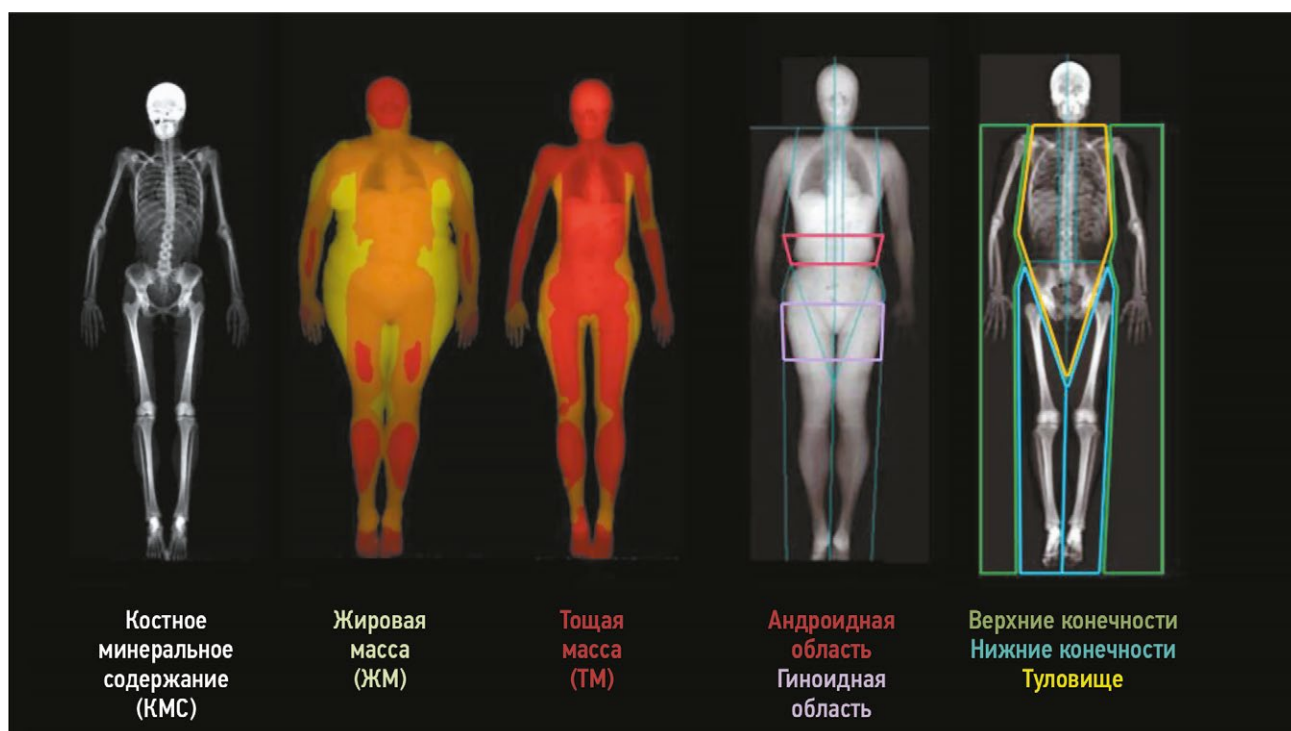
Анализ композиционного состава тела с применением двухэнергетической рентгеновской абсорбциометрии. Измерения основаны на трёхкомпонентной модели, которую в целях упрощения можно представить в виде жировой массы (ЖМ — жёлтый цвет), тощей массы, исключая кости (ТМ — красный цвет), и костного минерального содержания (КМС — белый цвет). При исследовании всего тела и отдельных областей можно оценить массу тела и минеральную плотность костной ткани.
